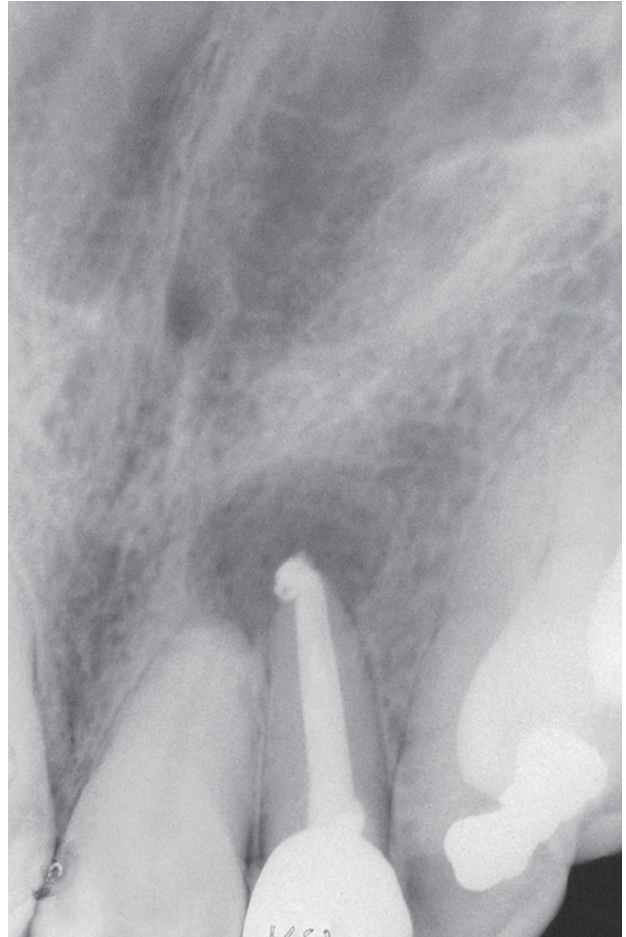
En la radiografía periapical se observa evolución favorable a los 15 días de la obturación definitiva.
